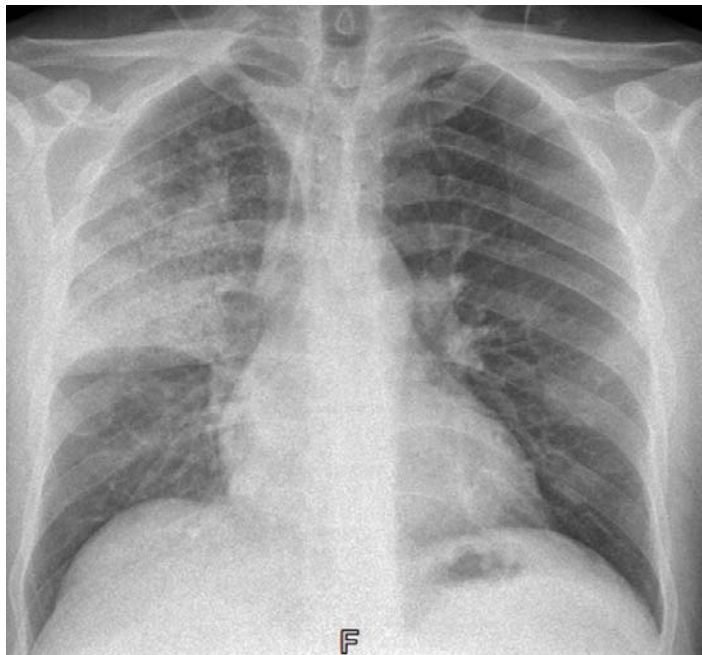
Radiographie thoracique montrant un foyer de condensation parenchymateuse au niveau du lobe supérieur droit.
